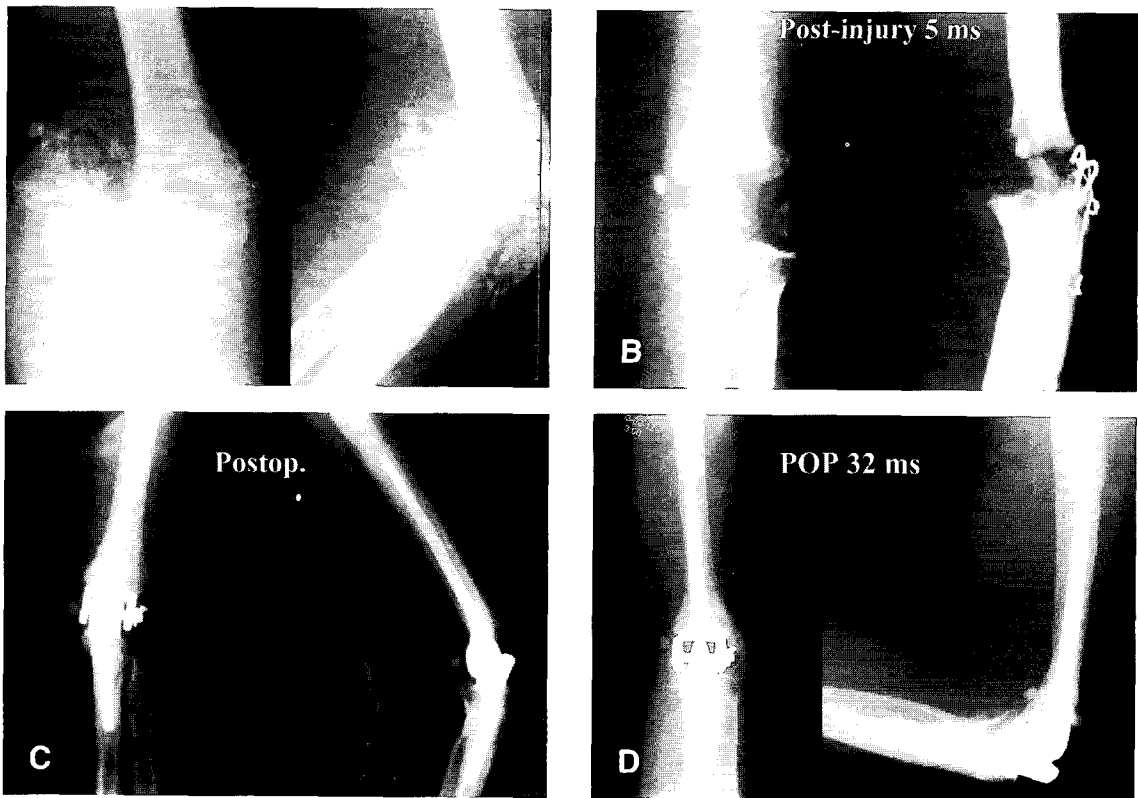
(A) The initial radiograph of left elbow in 41 year old female shows severe comminuted open fracture of distal humerus and olecranon.
